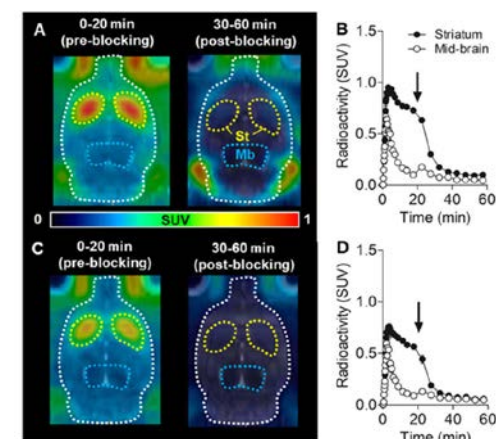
$[^{18}\text{F}]9$  及び  $[^{18}\text{F}]5$  に対する PET 阻害実験
